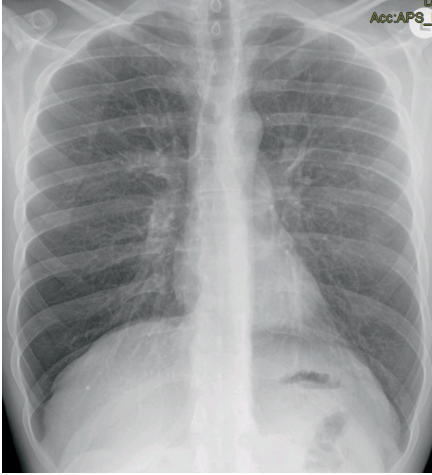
Röntgenthoraxaufnahme mit Zeichen der Überblähung im akuten Asthmaanfall.
